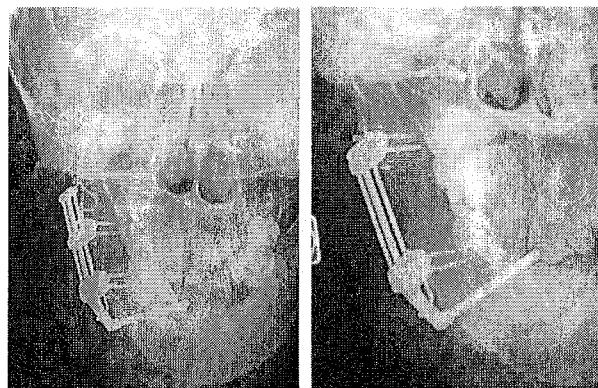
Radiographies comparatives.
